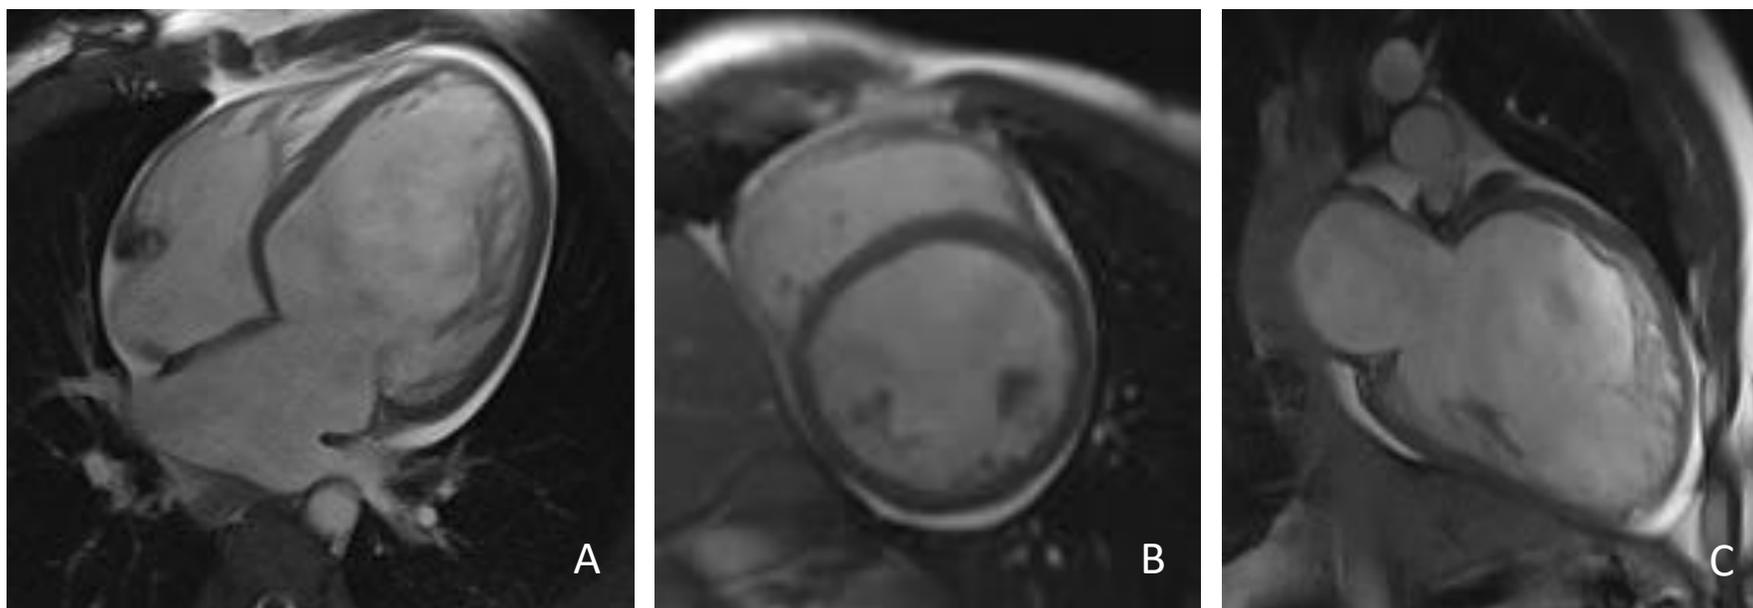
RM cardíaca mostrando volumes aumentados das câmaras cardíacas em um paciente com cardiomiopatia dilatada (parâmetros do ventrículo esquerdo: volume diastólico final/superfície corporal 151 mL/m²; valores normais na mesma faixa etária e sexo: 53-97) nos planos de 4 câmaras (A), eixo curto (B) e 2 câmaras (C)
